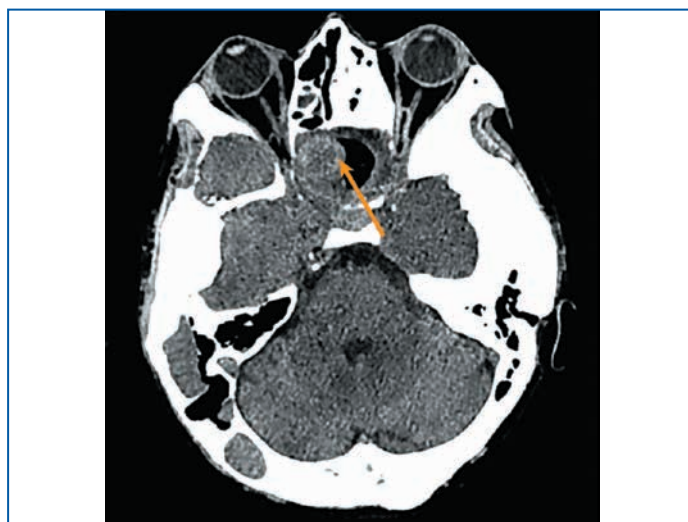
Данные КТ головного мозга (сентябрь 2021 г.) в аксиальной проекции.
